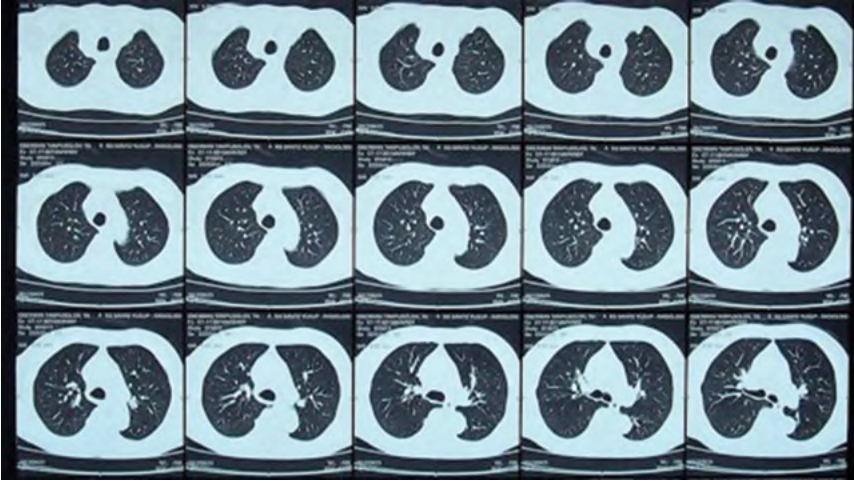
Chest CT Scan of August 30, 2017 was unremarkable.
